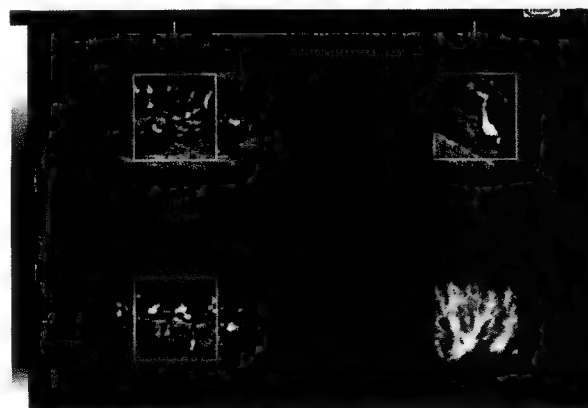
Ecografie tridimensională.
